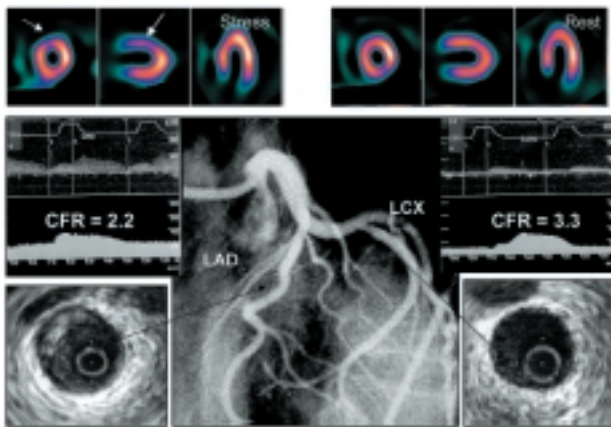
Paziente con angina, test da sforzo positivo e difetto perfusionale reversibile anteriore alla scintigrafia miocardica (^{99m}Tc -sestamibi). L'angiografia coronarica non evidenzia stenosi significative. L'ultrasonografia endovascolare svela la presenza di placche ateromatiche eccentriche non riconoscibili all'angiografia (occulte) coinvolgenti il tratto medio della discendente anteriore (LAD). Sebbene i valori assoluti di riserva coronarica (CFR) non siano patologici (< 2.0) il flusso iperemico e la riserva di flusso sono ridotti nel territorio della discendente anteriore e normali nel territorio della circonflessa (LCX). La CFR relativa della parete anteriore è ridotta in accordo al rilievo scintigrafico. La diagnosi di angina a coronarie normali viene sostituita con la diagnosi di angina secondaria a disfunzione della vasomotricità coronarica associata ad ateromasia iniziale e viene potenziato il trattamento dei fattori di rischio coronarici.
